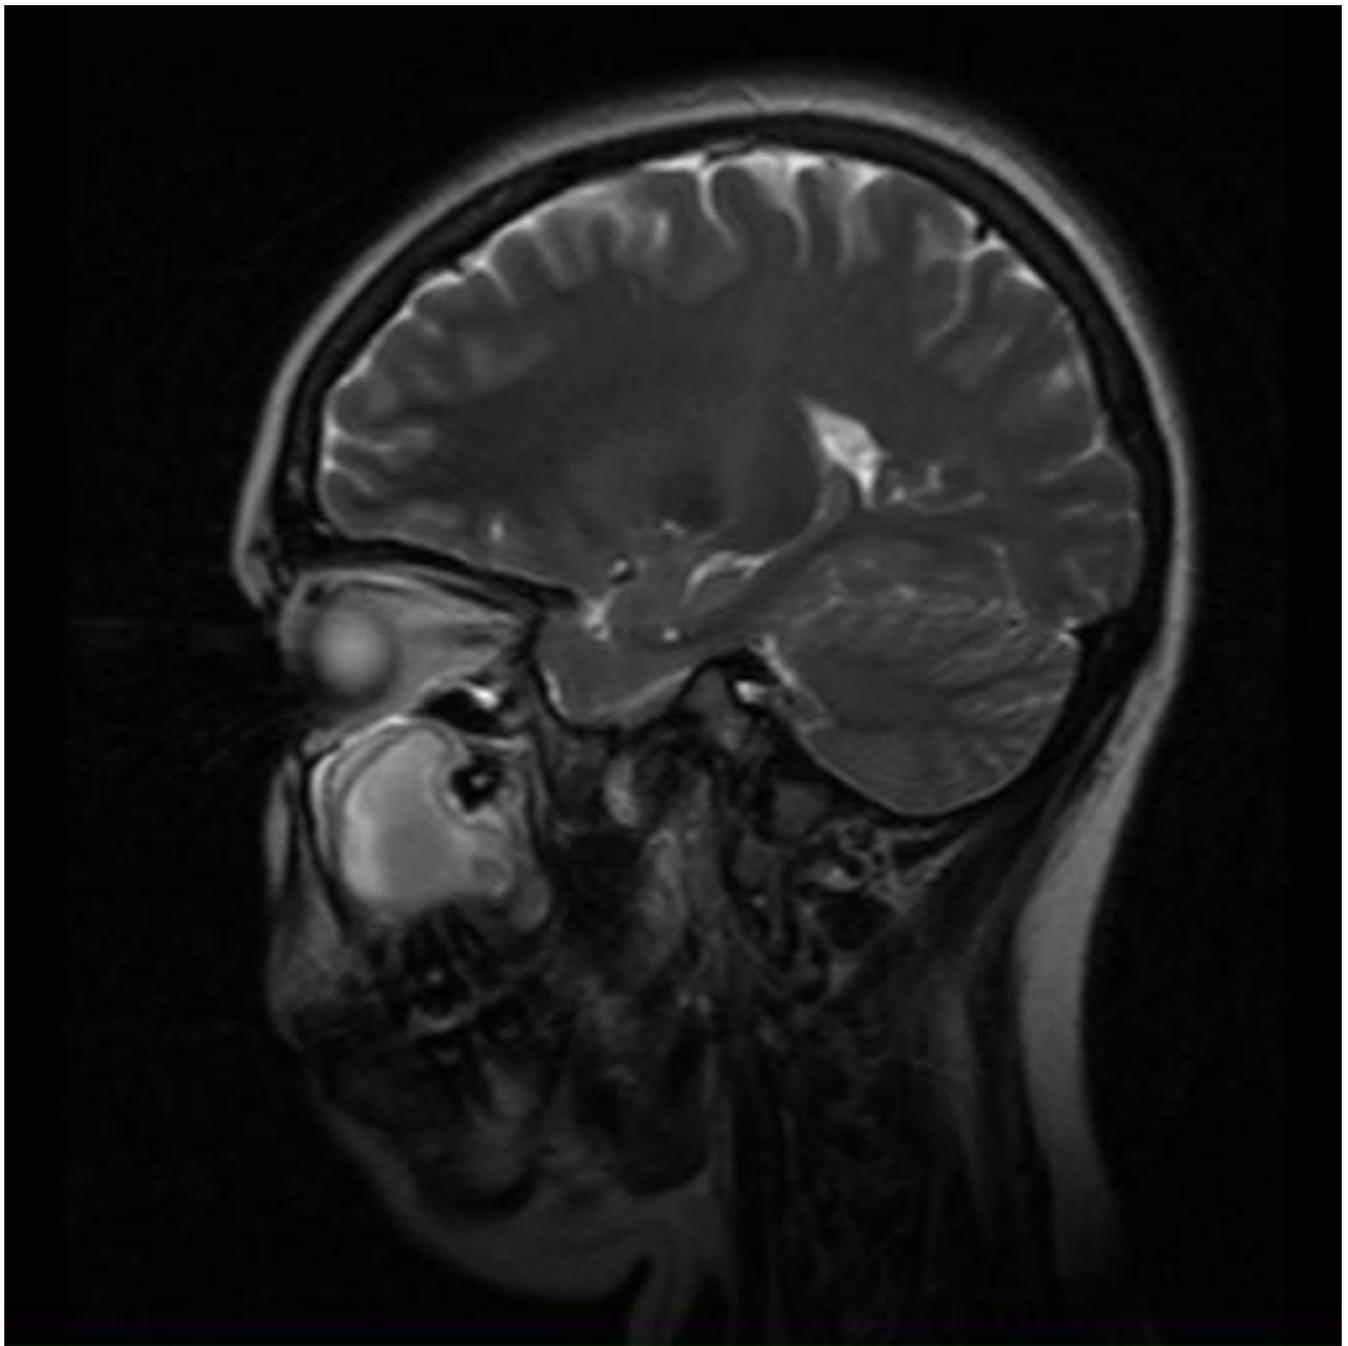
RM sagital T2. La pieza 18 está incluida y en relación con una lesión quística que depende de la corona de esta pieza, estando las raíces respetadas. Muestra una señal intermedia en T1 y T2 con una pared gruesa y lisa en su parte interna y con una fina calcificación periférica.
